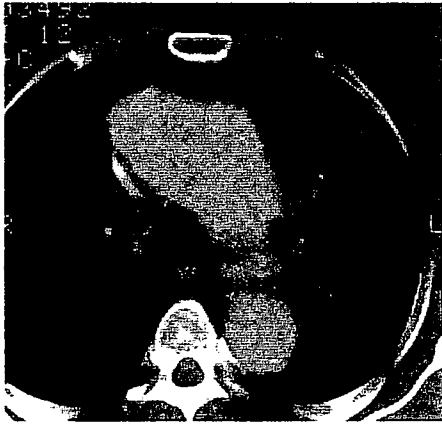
症例 2 の術前胸部 CT スキャン像
